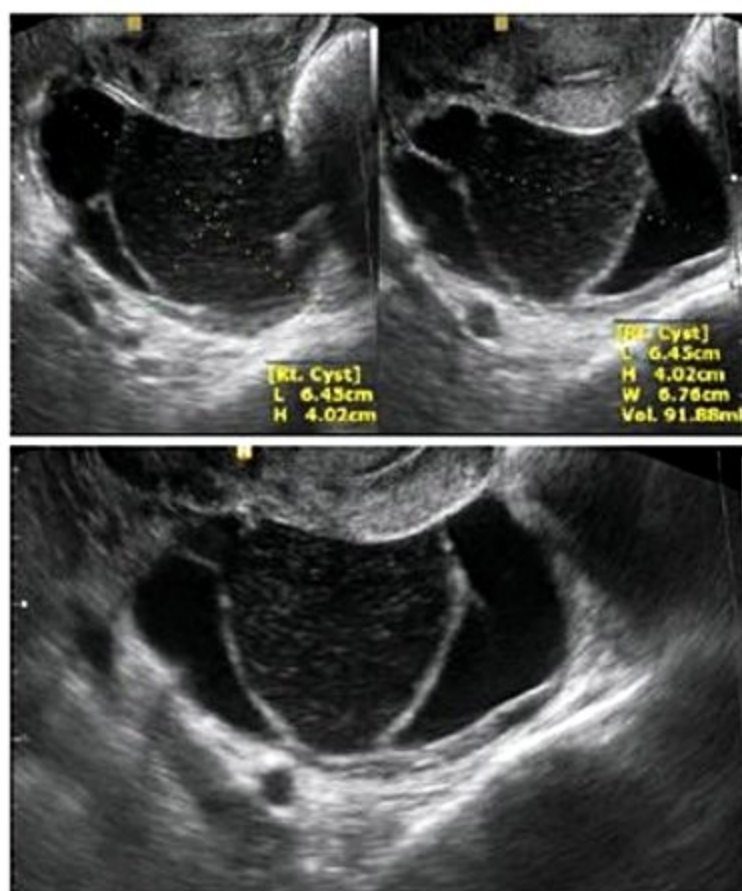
Ultrassonografia transvaginal. Cisto complexo de ovário direito, com septos grosseiros e áreas de conteúdo espesso.
